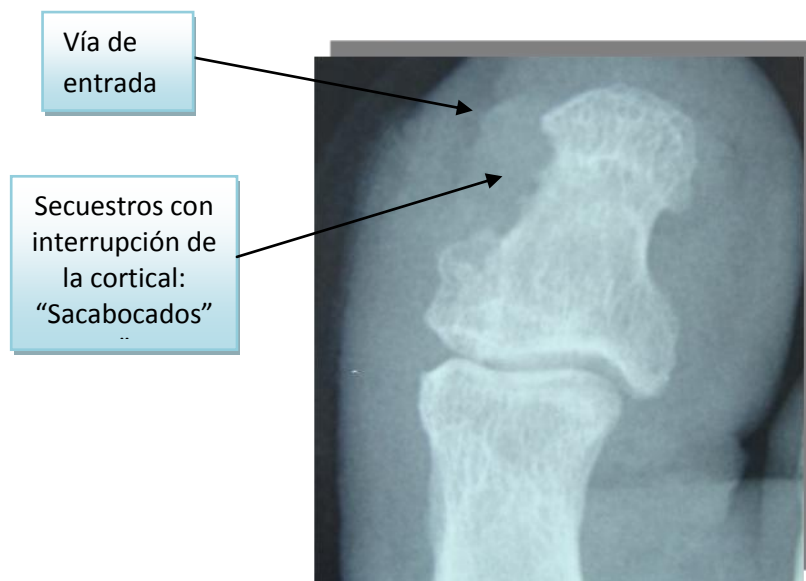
Radiografía dorsoplantar del Hallux donde se observan secuestros con interrupción de la integridad de la cortical del borde medial de la falange distal del Hallux a modo de "sacabocados", en una úlcera de pie diabético localizada en el borde medial de la falange distal del Hallux.
